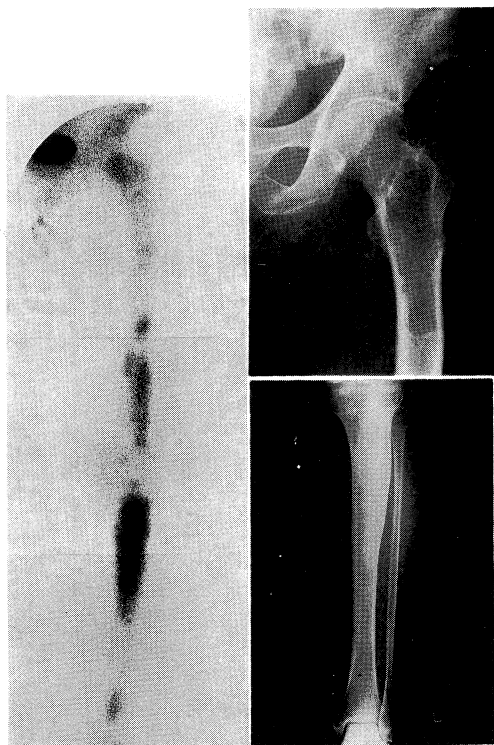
The roentgenogram showed a cystic lesion in the femur and the bone scintigraphy showed moderate increased uptake in the lesion. While the roentgenogram showed a sclerotic lesion in the tibia, the bone scintigraphy showed markedly increased uptake in the lesion.
